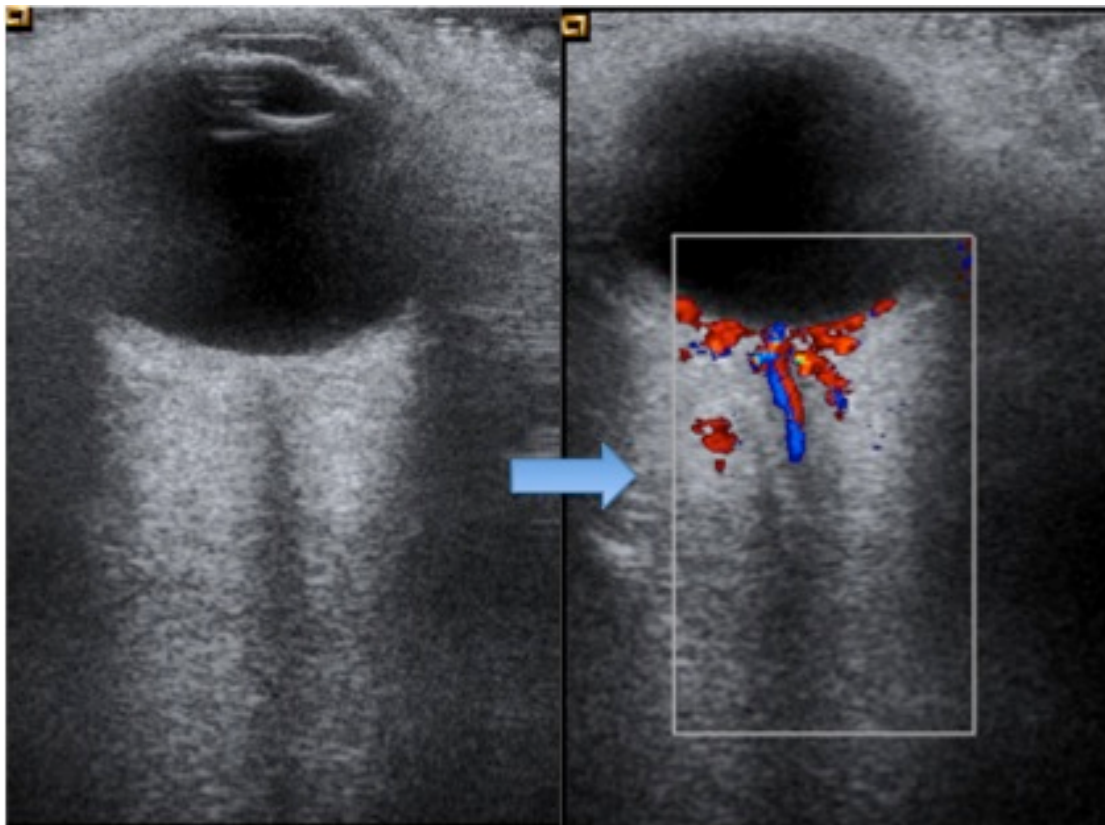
Ecografía oftálmica en modo B y Doppler color: A la izquierda de la imagen se observa una ecografía en modo B orbitaria de un paciente del estudio. A la derecha, una ecografía Doppler color, apreciando la coloración de las estructuras vasculares localizadas en el volumen muestral.
